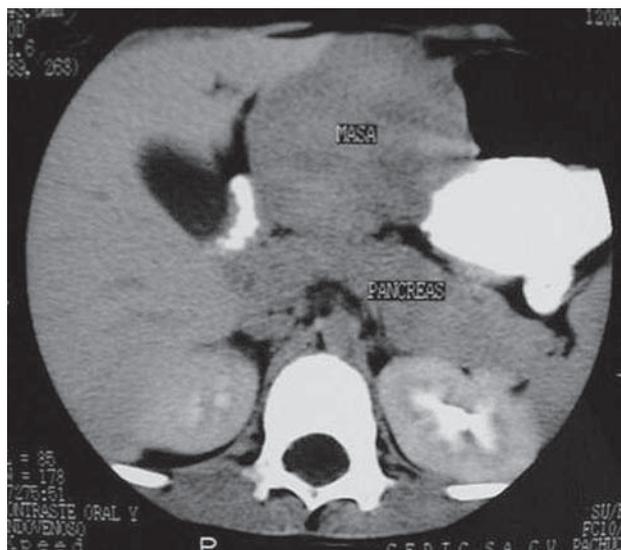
TAC con medio de contraste oral e intravenoso. Tumor sólido intraperitoneal, entre el estómago y el hígado, bien delimitado, anterior al páncreas. Comprime el estómago, no muestra reforzamiento con el medio de contraste.
